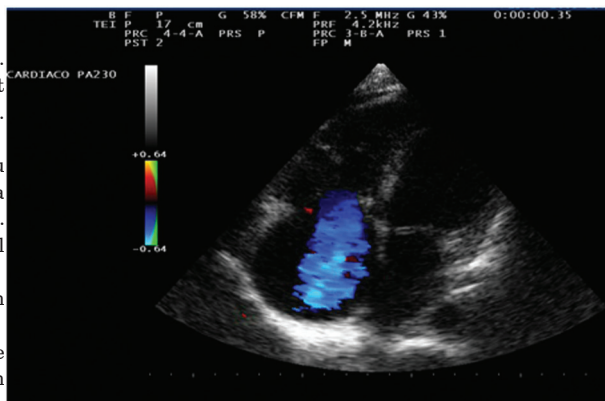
Ecocardiograma Doppler transtorácico, vista apical de 4 cámaras. Aurículas levemente dilatadas, ventrículo derecho levemente aumentado, derrame pericárdico posterior leve, válvula tricúspide con esclerosis, engrosamiento e hipomotilidad de las valvas con regurgitación grave.
